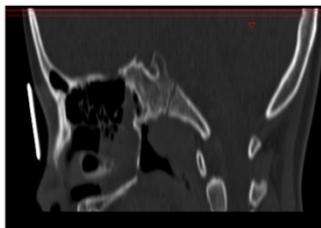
TAC axial. Y sagital. Atresia unilateral de coana
